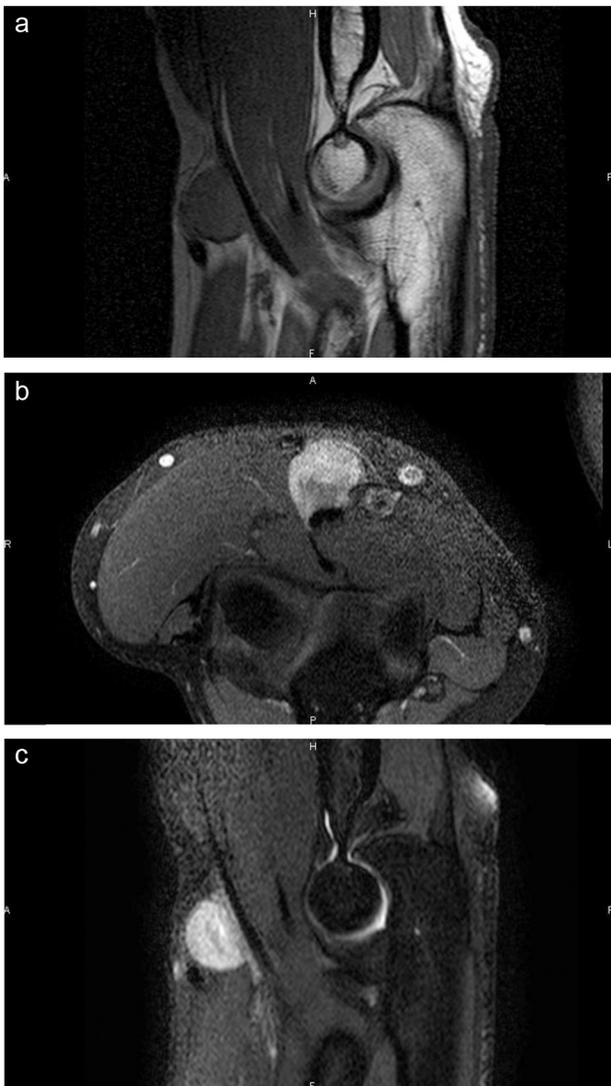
a–c : aspect IRM. Syndrome de masse tissulaire nodulaire ( $16 \times 14 \times 19$  mm), bien délimité, développé au dépend de la lame aponévrotique du biceps brachial. Isosignal T1, hypersignal T2, net rehaussement par le produit de contraste. Aspect en T1 sur une coupe sagittale (a). Aspect en T1 avec gadolinium et suppression de graisse sur une coupe transversale. Aspect en T2 avec suppression de graisse sur une coupe sagittale (c).
